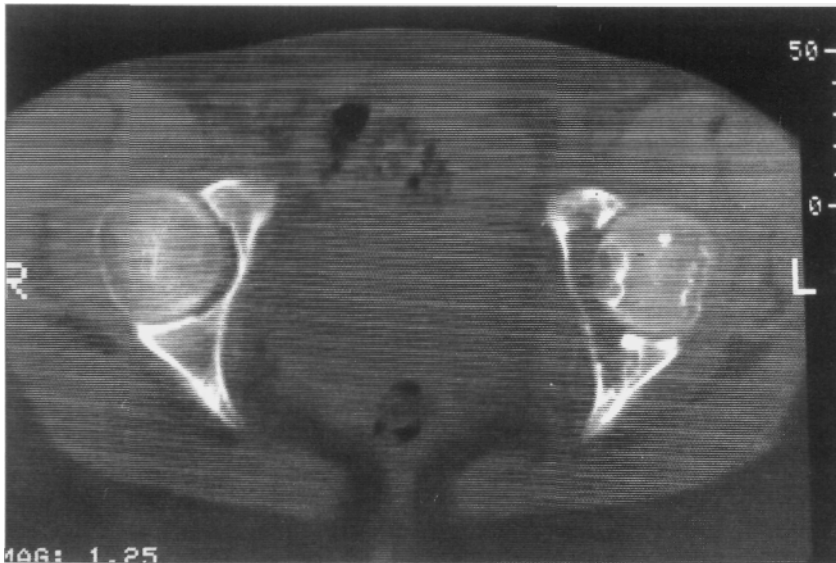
Tomografía axial computarizada con ventana ósea de ambas caderas. Se observa la lesión lítica del trasfondo acetabular que deforma y adelgaza la lámina cuadrilátera e invade la columna posterior. La cabeza femoral presenta lesiones de menor tamaño.
